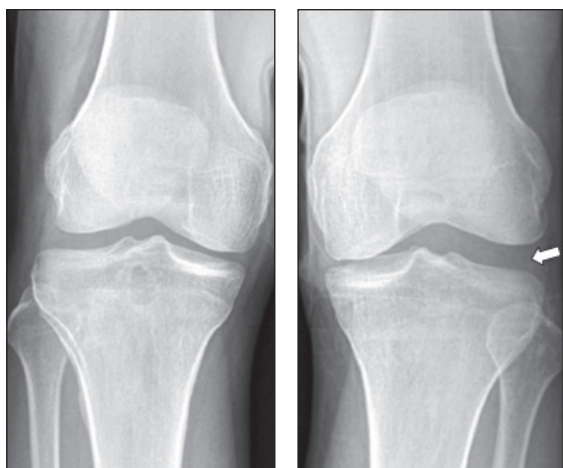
Рентгенограма з варусним навантаженням демонструє збільшене розкриття латеральної суглобової щілини, котре позначено стрілкою у травмованому коліні
